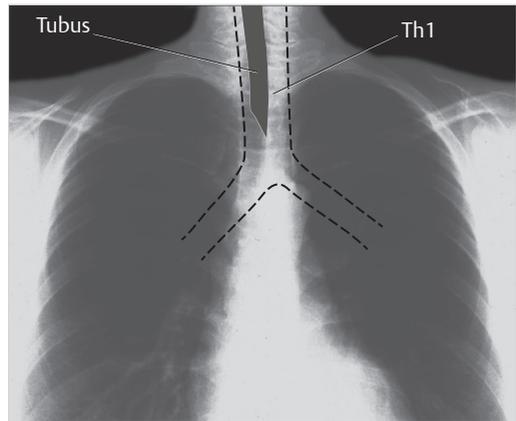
Optimale Position des Tubus im Röntgenbild zwischen 1. und 2. Brustwirbel. Th = Brustwirbel
